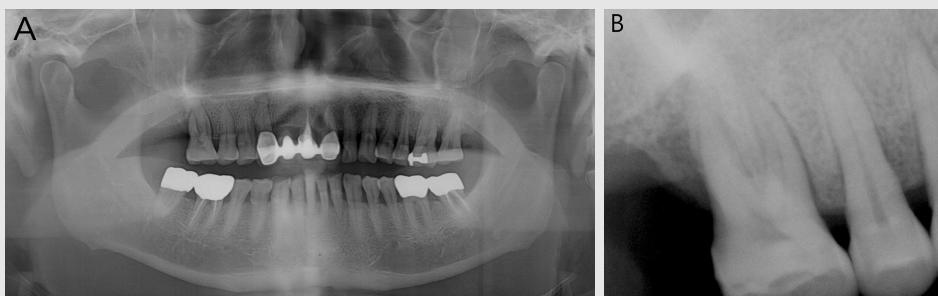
Panoramic radiograph (a) showed a periapical radiolucency on right upper canine, and a relatively unclear margined lateral wall of the right maxillary sinus compared to that of the opposite side. Intraoral radiographic image (b) showed alveolar bone loss and periodontal ligament space widening on the right first upper molar.
